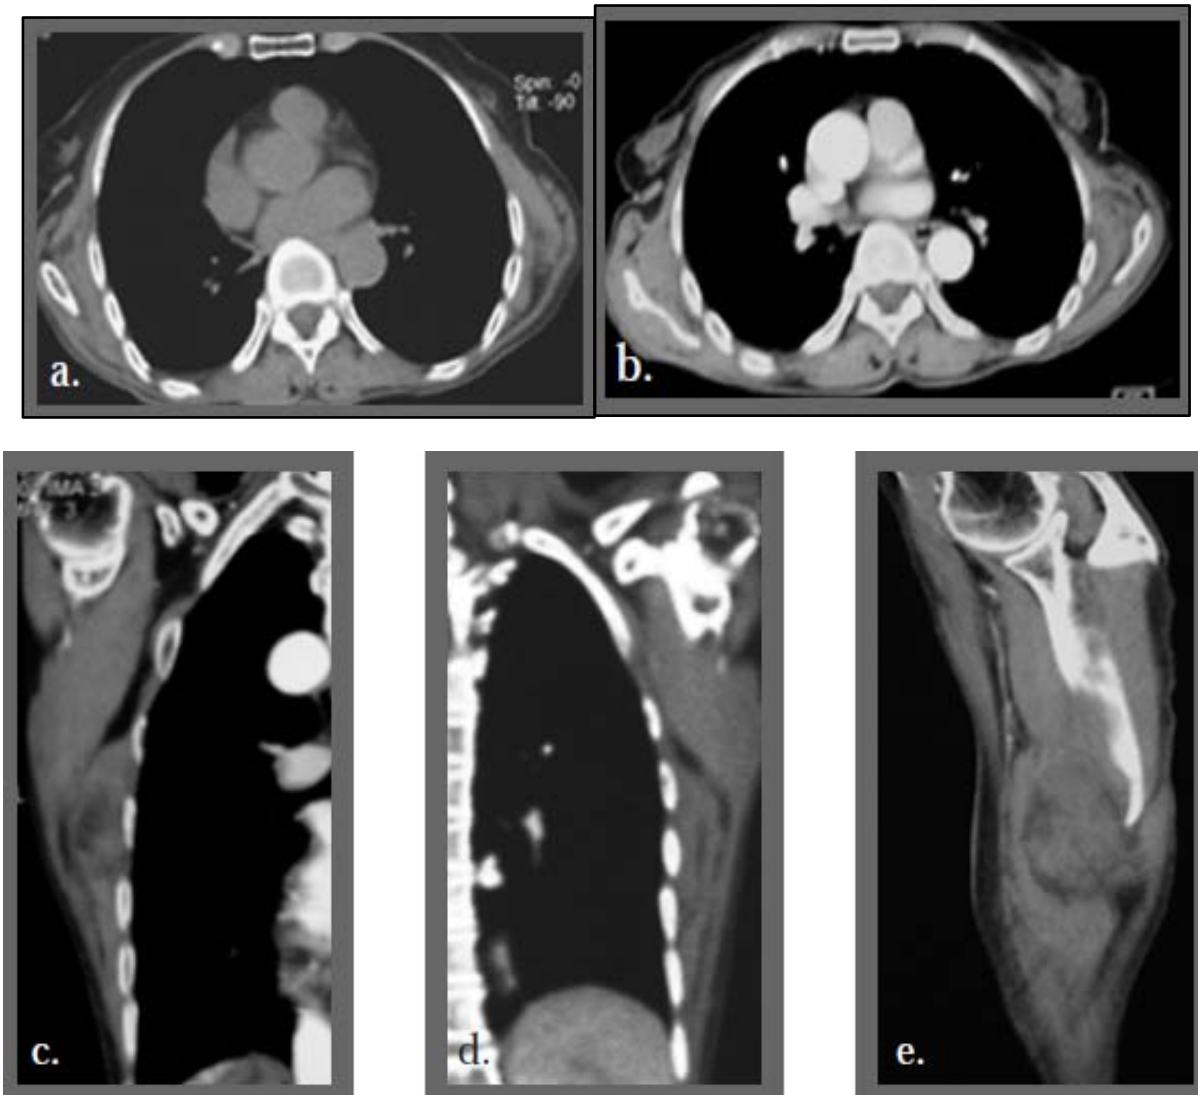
Coupes axiales (a et b) d'une TDM thoracique avant et après injection intraveineuse de produit de contraste, avec reconstructions frontales et oblique (c, d et e) : deux masses en regard de l'angle caudal de l'omoplate, d'aspect lenticulaire contenant un double contingent fibreux et graisseux, sans lésion osseuse sous-jacente(58).
